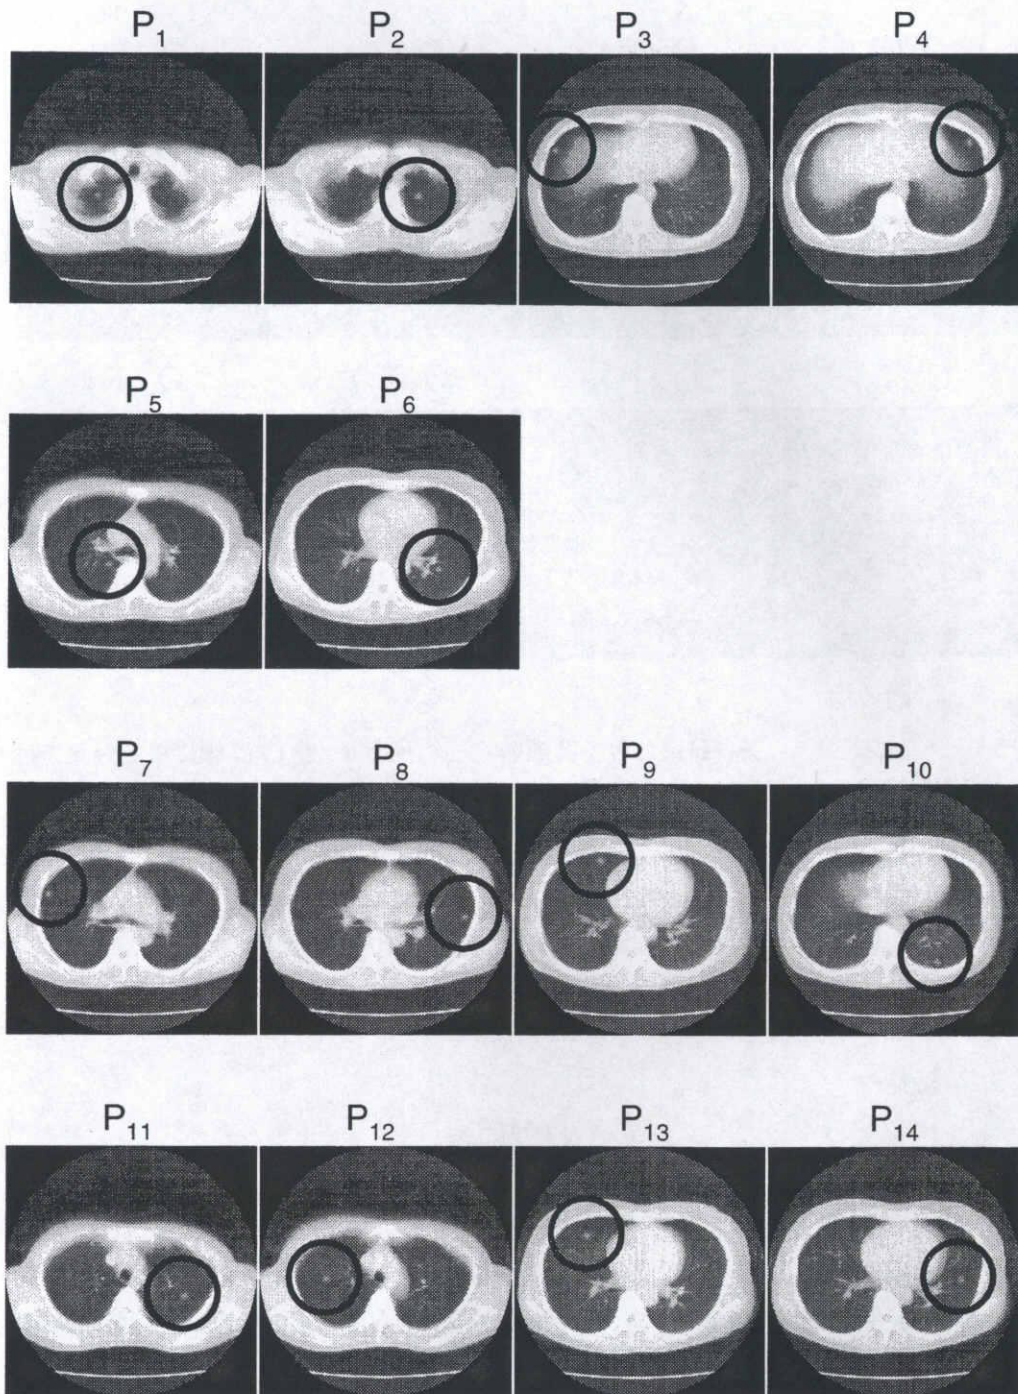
シミュレーション(I)における実際の胸部ヘリカルX線CT画像に検出対象(図3.3の $T_3$ )を埋め込んだ14箇所的位置( $P_1, P_2$ :肺尖部.  $P_3, P_4$ :肺底部.  $P_5, P_6$ :縦隔周辺.  $P_7 \sim P_{10}$ :胸壁周辺.  $P_{11} \sim P_{14}$ :肺野中央部.). 円の中央付近に検出対象が埋め込まれている.
